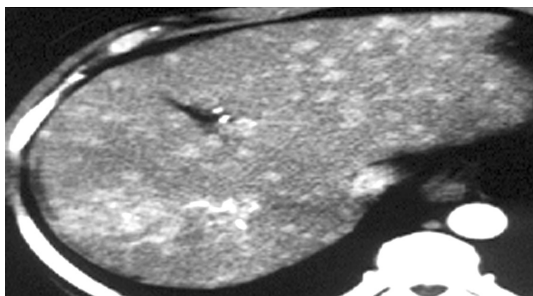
Examen CT, achiziție spirală bifazică, faza arterială. Leziuni multiple diseminate în tot parenchimul hepatic, iodofile în timp arterial – carcinom hepatocelular multicentric.
